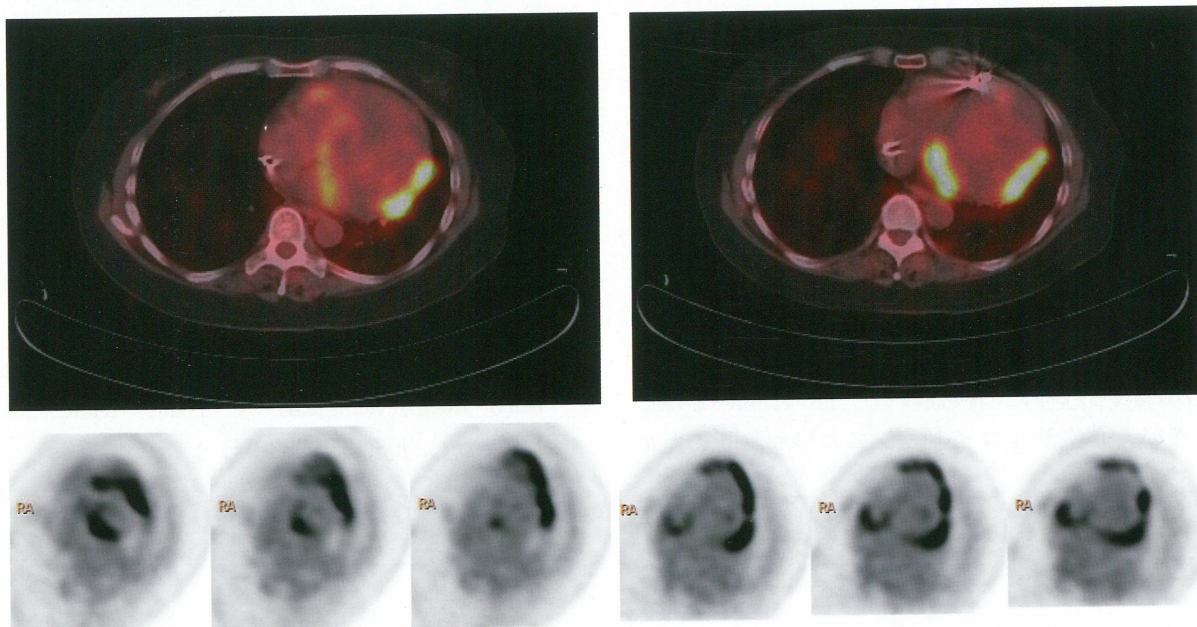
<sup>18</sup>F-FDG PET 左室側壁、前壁、中隔にFDG集積を認める。心筋のSUV maxは9.7であった。
